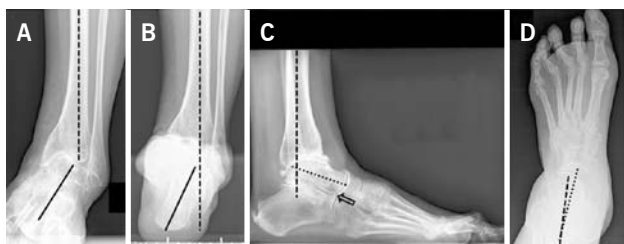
Preoperative radiographic evaluation (same patient as Figure 8): Standard weightbearing radiographs. A) AP-view of the ankle showing a varus tilt of $>30^\circ$; B) Saltzman alignment view showing a significant varus malalignment of the heel; C) lateral view of the foot showing a horizontalization of the talus; D) AP-view of the foot showing an exorotation of talus with highly decreased talo-calcaneal angle
